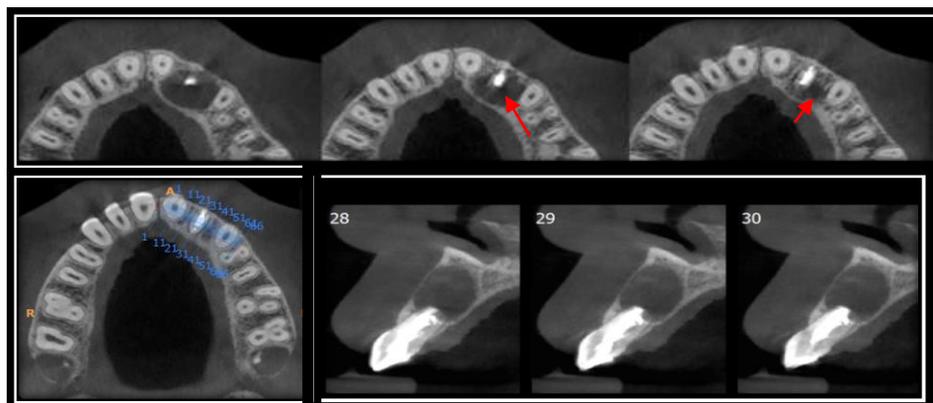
Tomografia computadorizada de feixe cônico, sequência de cortes transversais e axial, realizada em 20.10.2020.
